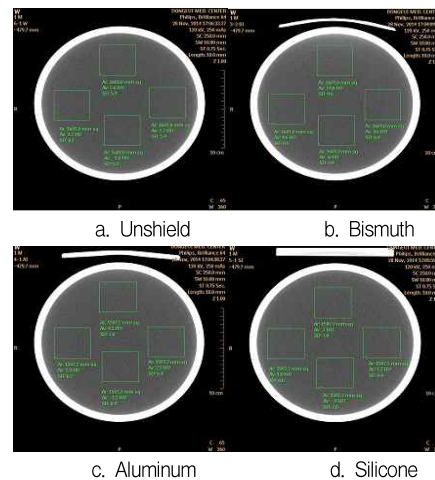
CT Number and Noise.
